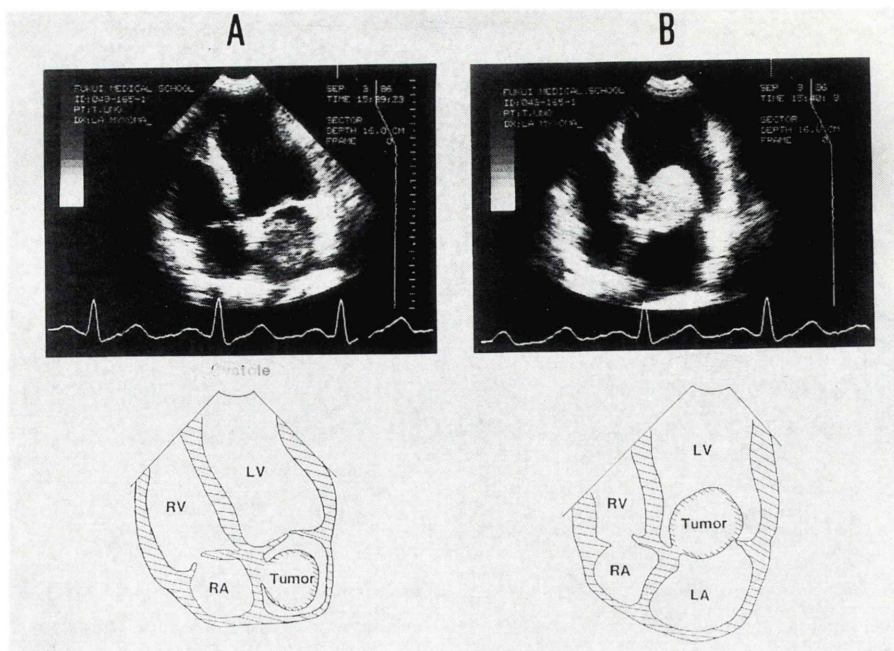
Two dimensional ultrasound echo cardiograms. A 4 cm diameter tumor is in the atrium in systole (A) and pops out through the mitral valve in diastole (B).
